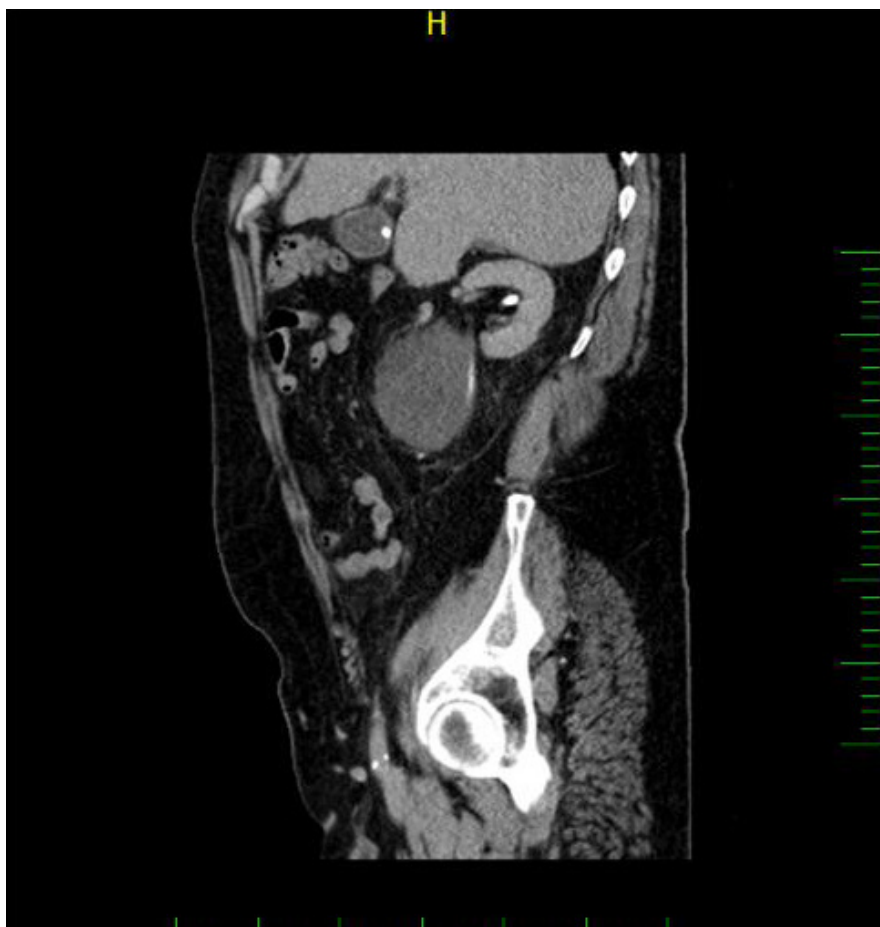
CT, koronární řez, arteriální fáze: neostře ohraničené ložisko lokalizované mediálně od pravé ledviny
